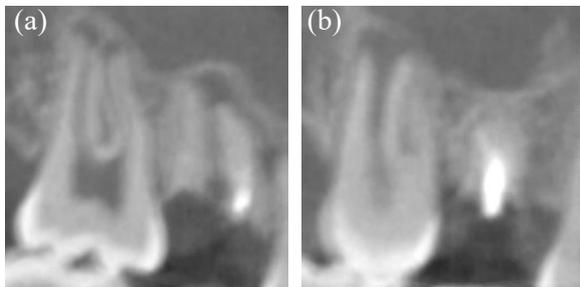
a,b. #18 치아의 CBCT 사진
